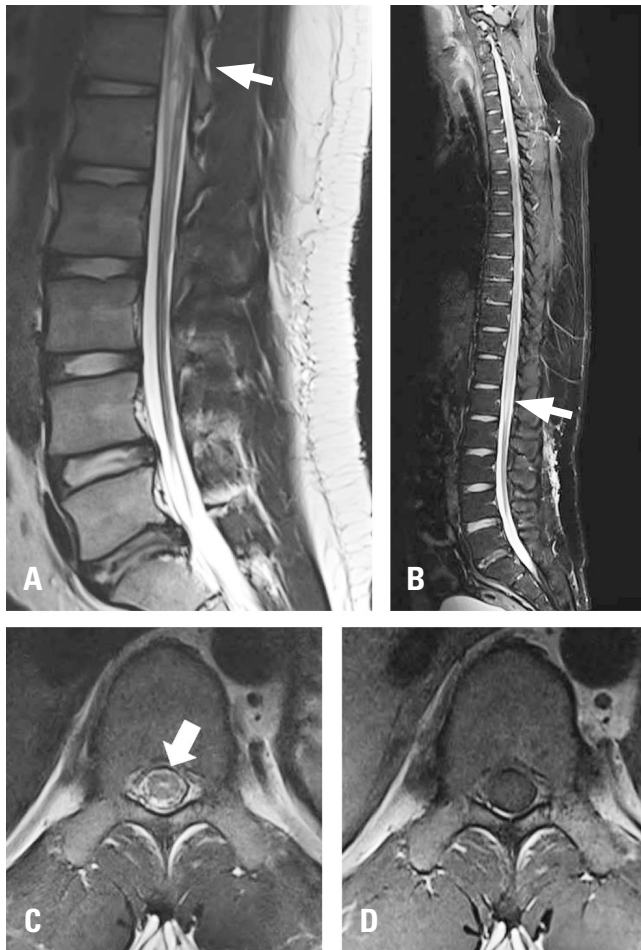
Initial thoracolumbar spine magnetic resonance imaging (MRI) (A) and whole-spine MRI (B) showing a T2-hyperintense lesion extending from D10 to the conus medullaris (white arrow). On the D10 axial section, a T2-weighted image revealed a 'pencil-like' (white arrow) hyperintense central lesion (C), but normal signal intensity was observed on the T1-weighted image (D).
